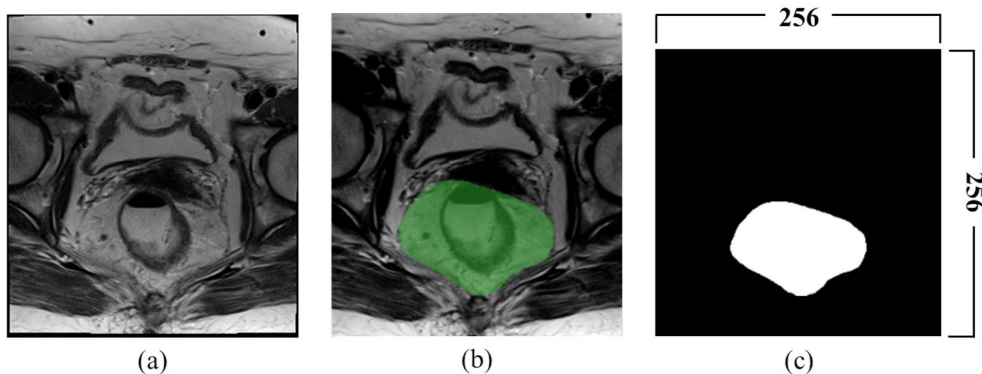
MRI 영상 슬라이스 데이터 처리 결과 (a) 원본 (b) 관심 영역 이미지 (c) 마스크 이미지
